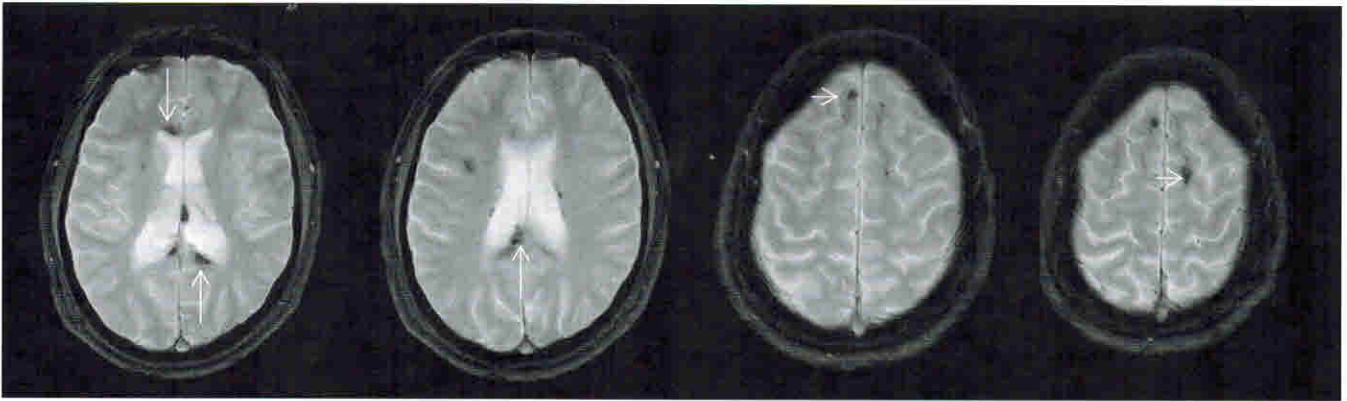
Пациент 23 лет, в коме, один месяц после травмы (падение с высоты). На МРТ головного мозга в режиме T2* выявляются множественные микрокровоизлияния в колоне и валике мозолистого тела (длинные стрелки), на границе серого и белого вещества лобных долей (короткие стрелки).
